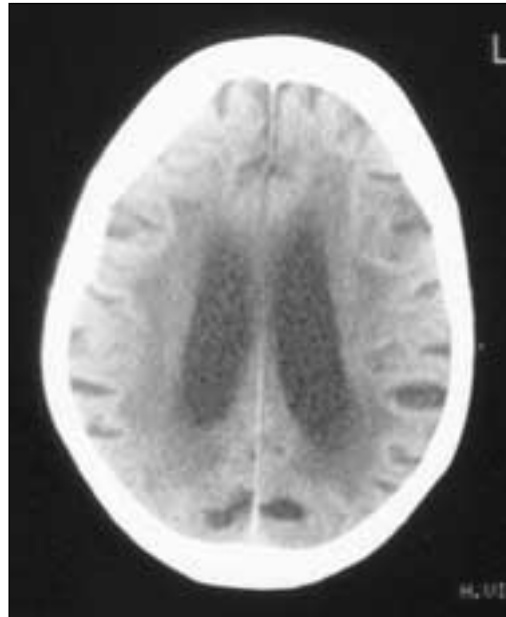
Leuko-araiosis en TAC cerebral.
